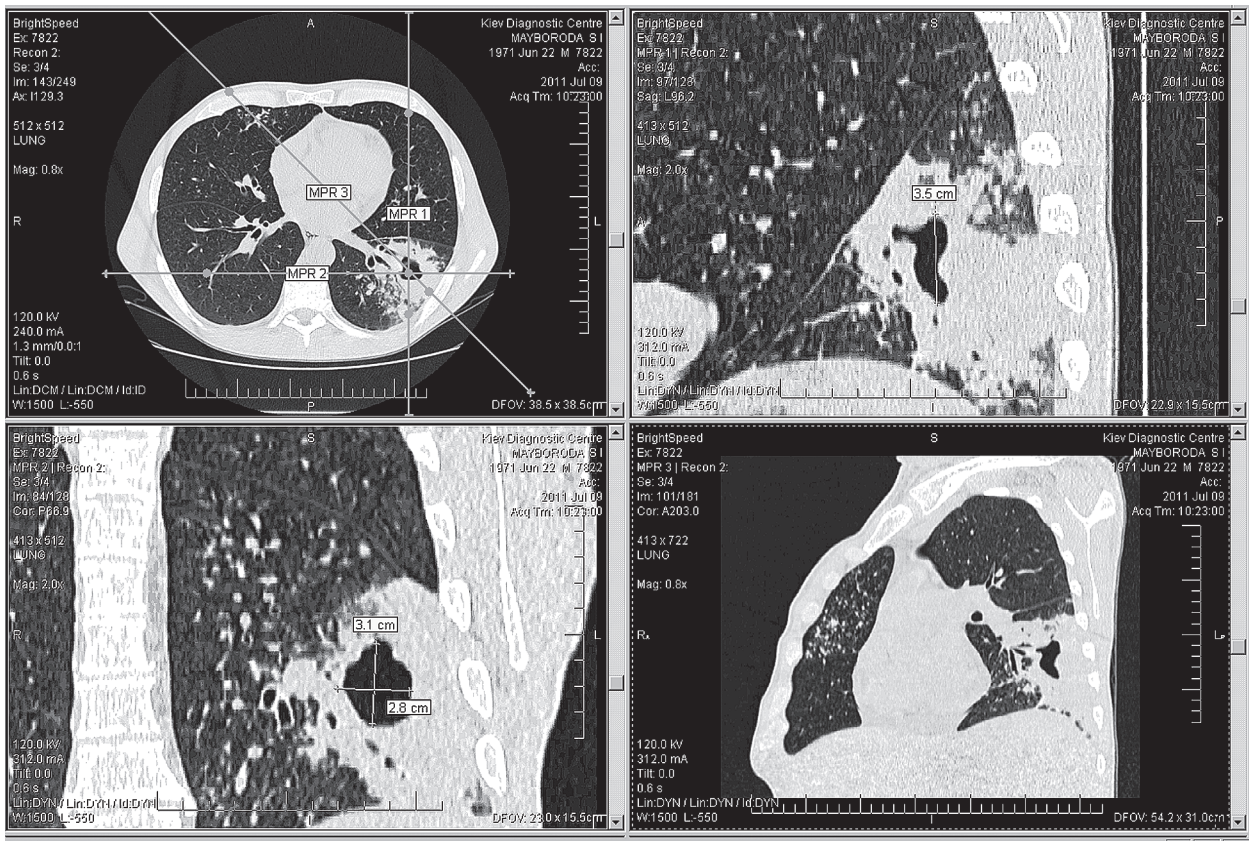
МСКТ хворого М. до лікування
